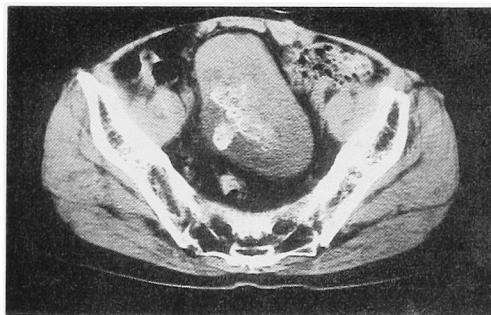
Pelvic CT scan shows a large bladder tumor at the left anterior wall of the urinary bladder with calcified density projecting from this tumor.
